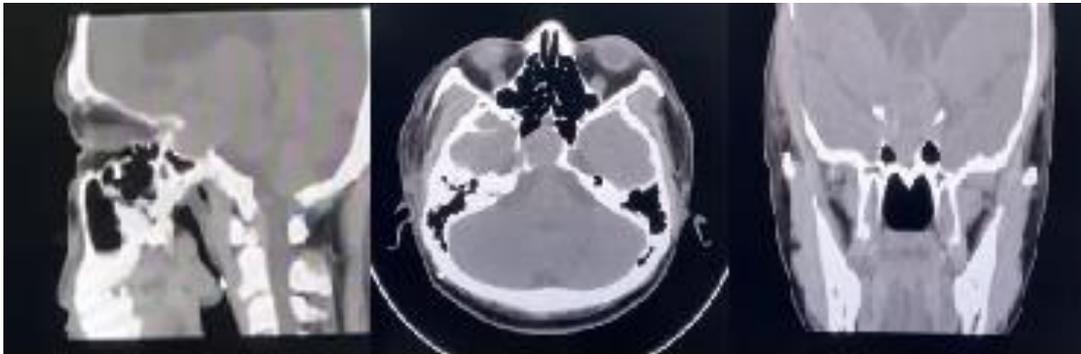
MRI otak potongan koronal dan sagital pre operasi dan CT Scan Otak pasca operasi tahap I (dari kiri ke kanan)
